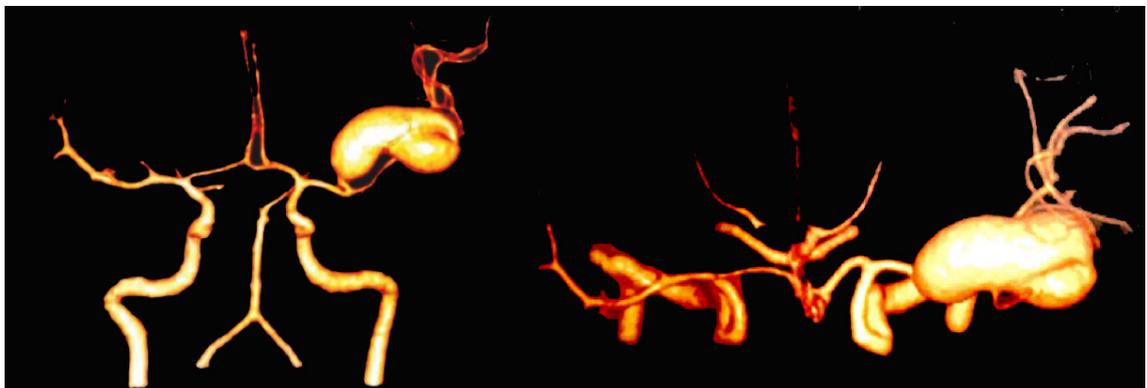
Angiotomografia cerebral mostrando aneurisma gigante no segmento M2 da artéria cerebral média esquerda.
